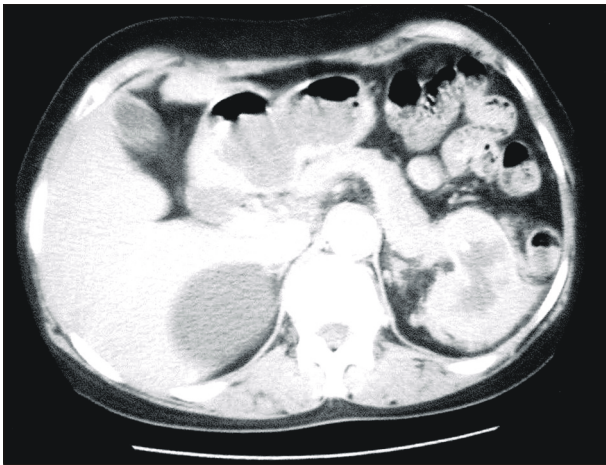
Abdominal computerized tomography. It shows a 7 cm sized mass in the tail of the pancreas with spleen invasion.
